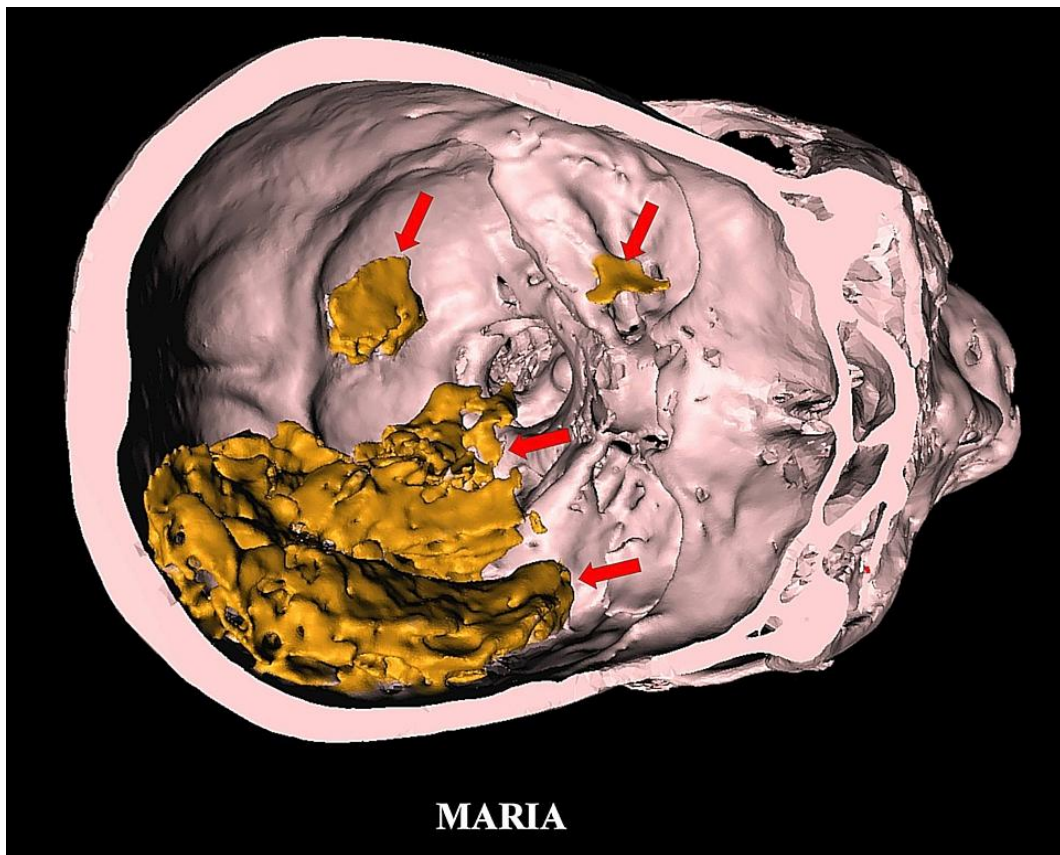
TC 3D que muestra sección cortada del cráneo. Nótese el remanente cerebral bilobulado (flecha roja) en posición dependiente en el lado derecho, con piezas más pequeñas de tejido cerebral dispersas en las fosas craneales media y posterior.
